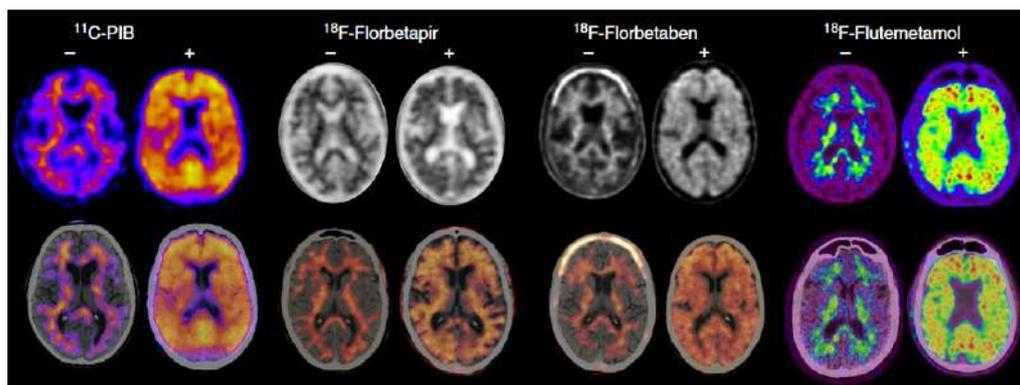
Imágenes PET (arriba) y fusión PET/TC (abajo) negativas (-) y positivas (+) para la presencia de proteína beta-amiloide cortical realizadas con diferentes radiofármacos. De izquierda a derecha:  $^{11}\text{C}$ -PIB (por cortesía del Hospital Universitario Marqués de Valdecilla, Santander);  $^{18}\text{F}$ -florbetapir (por cortesía de la Clínica Universidad de Navarra, Pamplona);  $^{18}\text{F}$ -florbetaben (por cortesía de la Clínica Universidad de Navarra, Pamplona);  $^{18}\text{F}$ -flutemetamol (por cortesía del Hospital de la Santa Creu y Sant Pau, Barcelona). Fuente: Arbizu et al. [5] .
